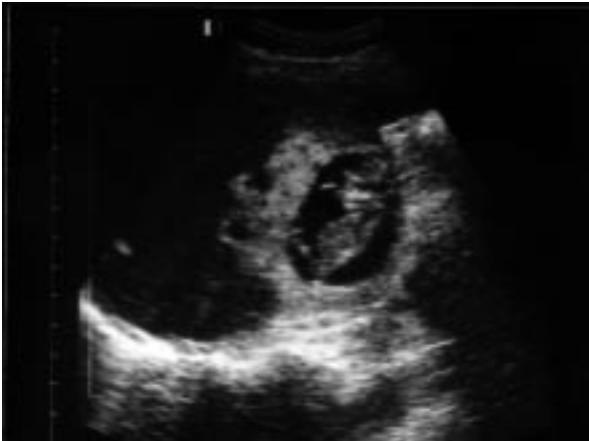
L'examineur découvre à sa grande surprise, lors d'une échographie abdominale, un sac gestationnel contenant un embryon au sein du lobe hépatique droit.
